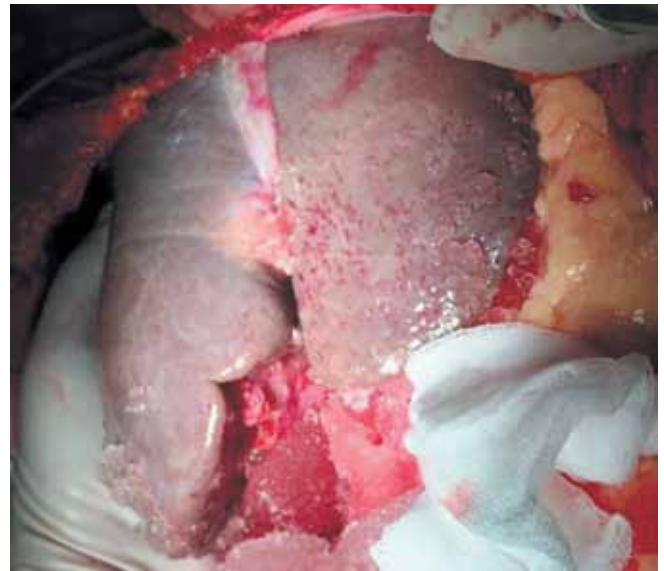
Вид донорской печени после окончания перфузии
